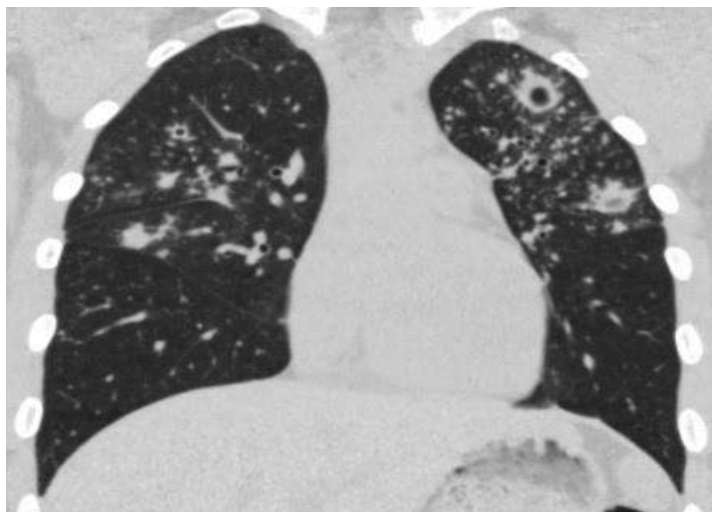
Рентгенограмма легких при ТЛ (собственное наблюдение)
